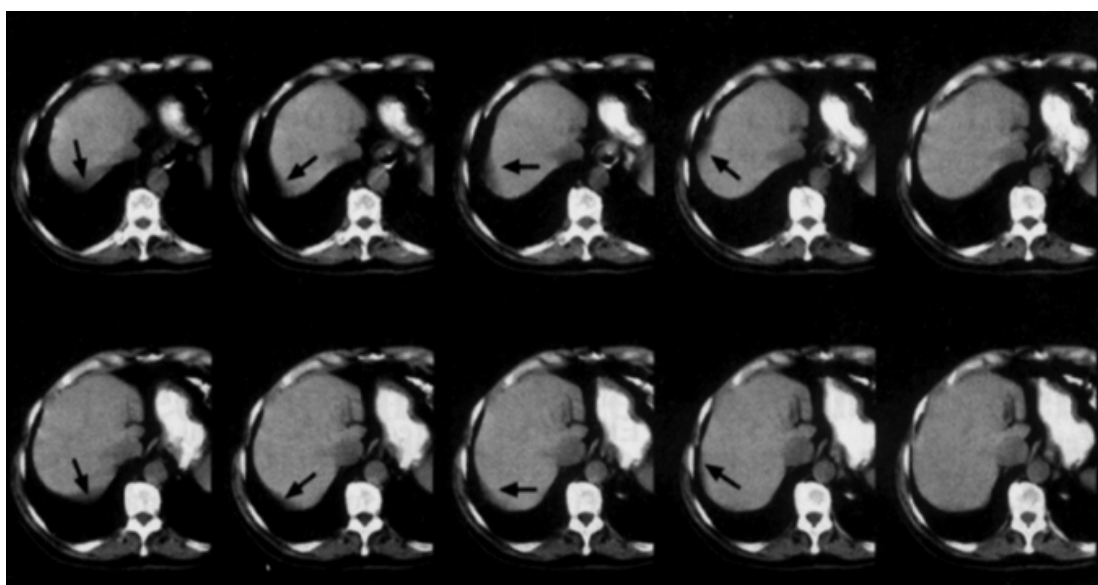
Artefactos da TAC em espiral num exame da região do abdómen.
